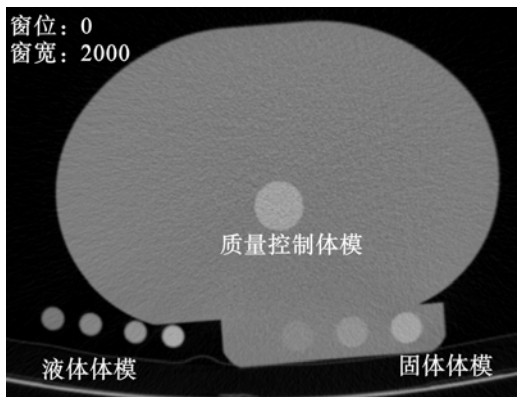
常规 CT 下同时扫描固体体模、液体体模与质量控制体模
